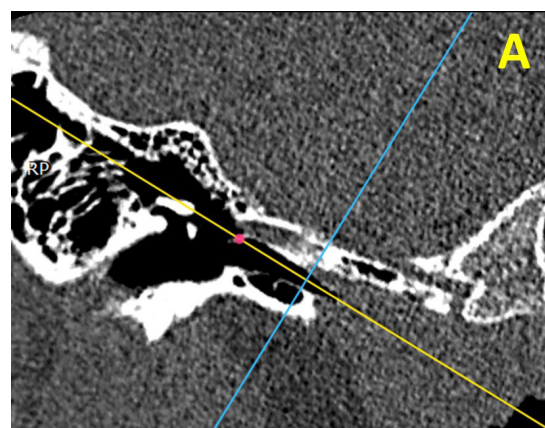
Reconstrucción multiplanar de tomografía computarizada en planos coronal (A) y axial (B) oblicuos para la medición del canal óseo en su osteum proximal (a), tercio medio (b) y osteum distal (c).
